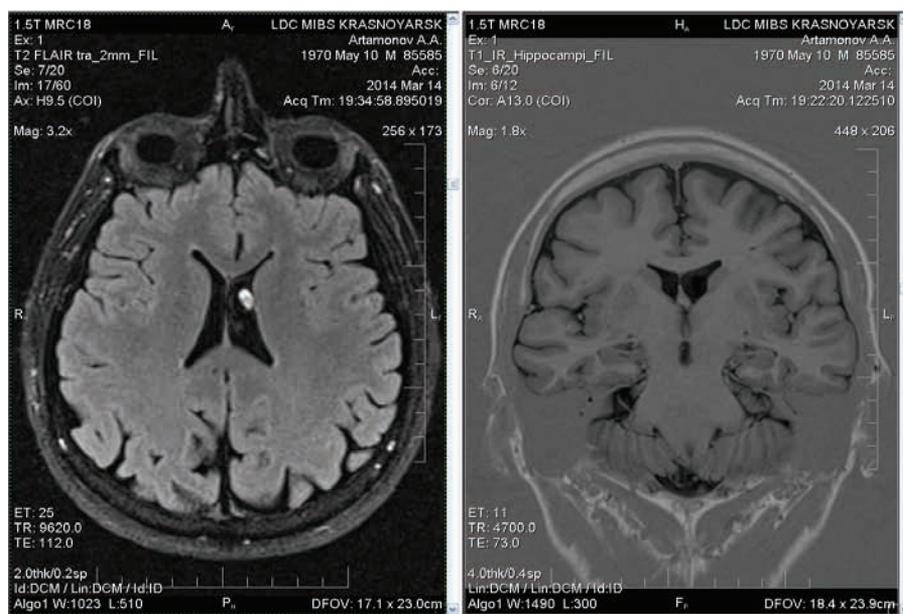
Высокопольная МРТ головного мозга пациента А., 43 г. (март 2014 г.): кора и белое вещество головного мозга развиты правильно. Дифференциация на серое и белое вещество мозга удовлетворительная. Гиппокампы обычных размеров, симметричные, участков патологического МР-сигнала в структурах лимбической системы не определяется
